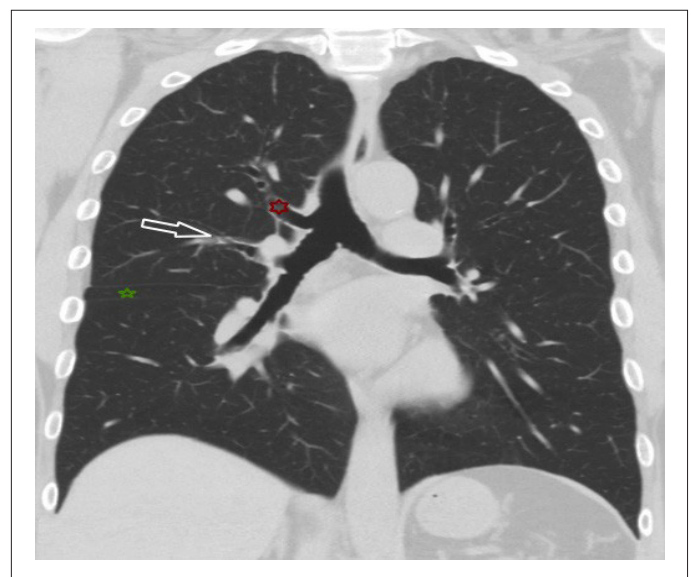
Displaced type TB on coronal image at a 58 years old male patient in a thorax CT. Red star: displaced apical segment bronchus, White arrow: Right upper lobe bronchus consists posterior and anterior segments. Green star: middle lobe. Horizontal and oblique fissures seen passing from the upper and lower border of the green star.
